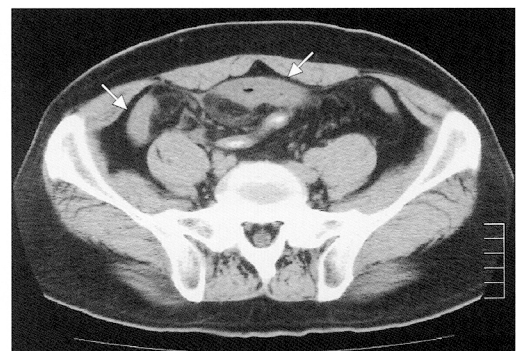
腹部 CT 検査 (症例2, 7月13日)
